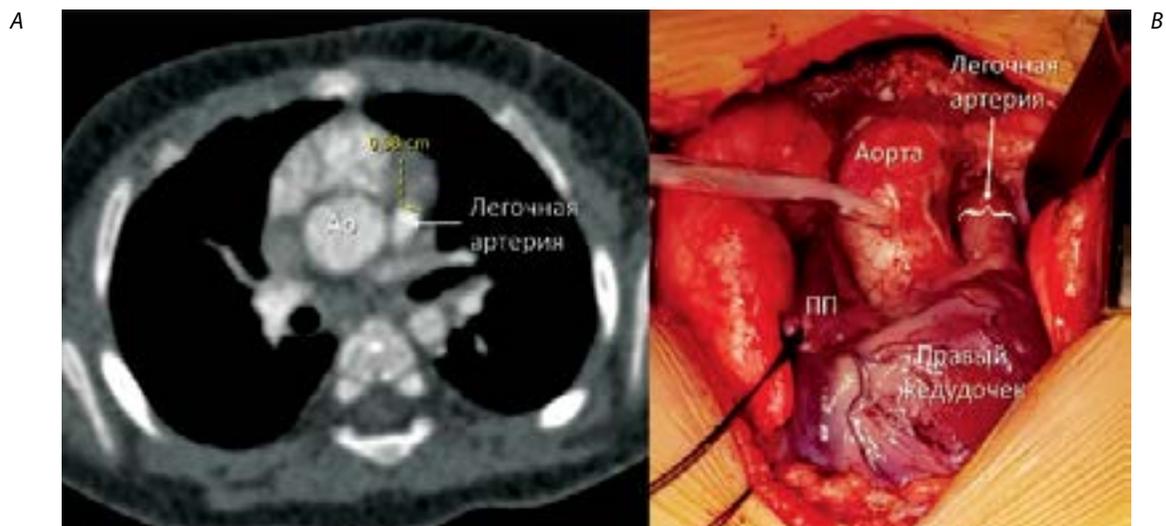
Пациент с гипоплазией клапана и ствола легочной артерии: компьютерная томограмма, показывающая выраженную гипоплазию клапана легочной артерии (А); общий вид операционного поля в начале операции (В)
